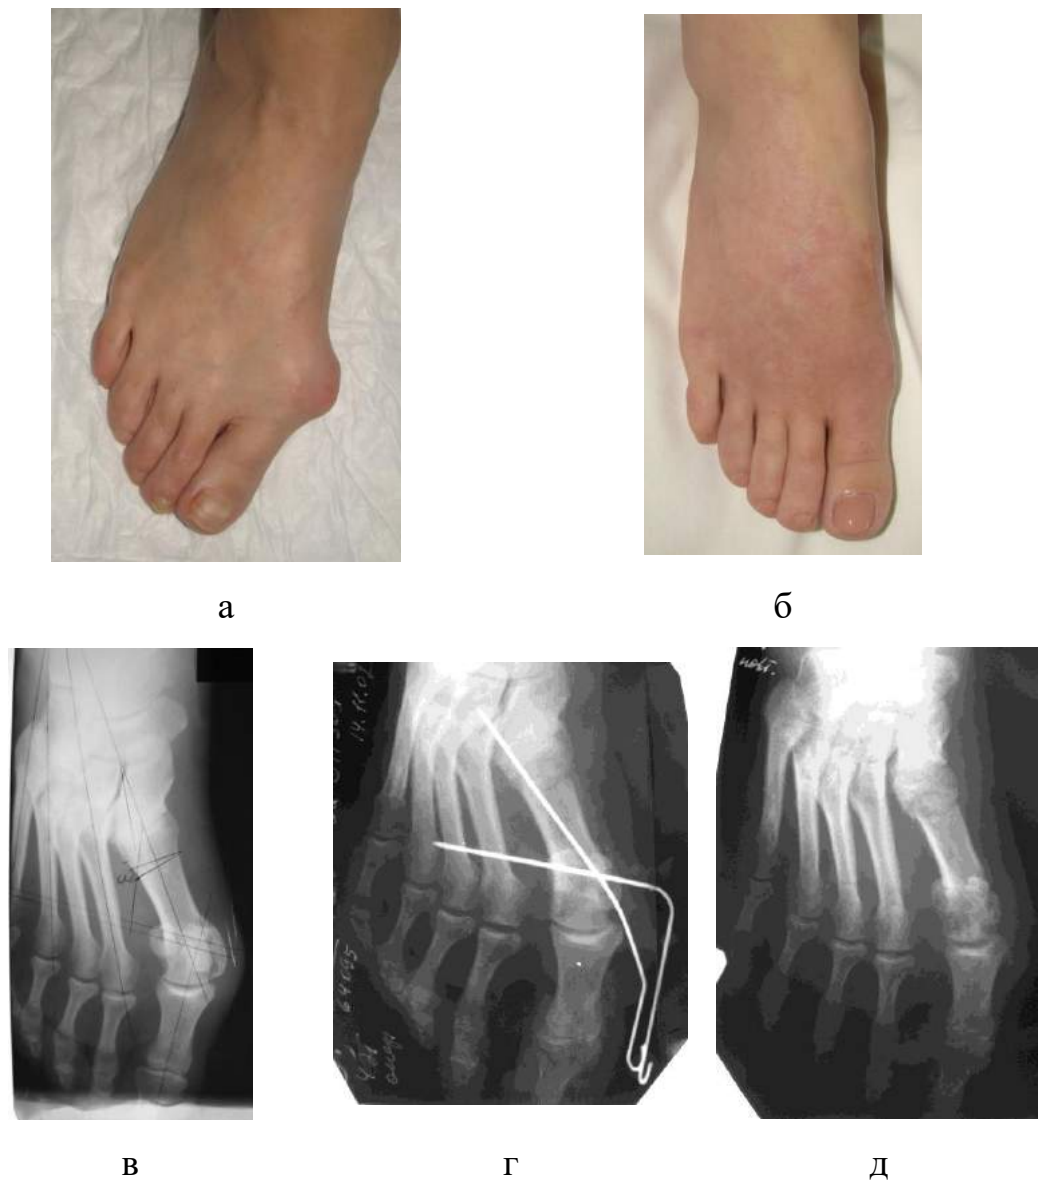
Зображення правої стопи пацієнтки з НВ II ст. до (а) та через 3 місяці (б) після хірургічного втручання. Фотовідбитки з рентгенограм переднього відділу правої стопи до операції (в), після операції (г) та через 3 місяці (д) після хірургічного втручання.
